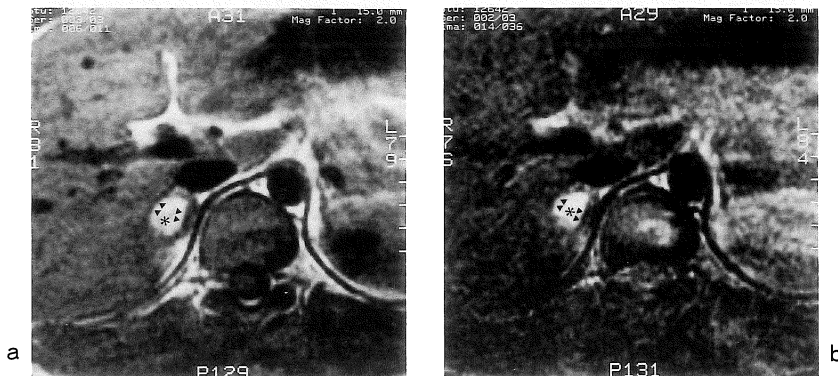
Case 1, follow-up MR image on 70 days after trauma. a) T<sub>1</sub>-WI demonstrates the mass decreases in size and shows high intensity (asterisk). b) The intensity of the mass is high on T<sub>2</sub>-WI (asterisk). There is a low intensity area around the mass still (arrowhead).
